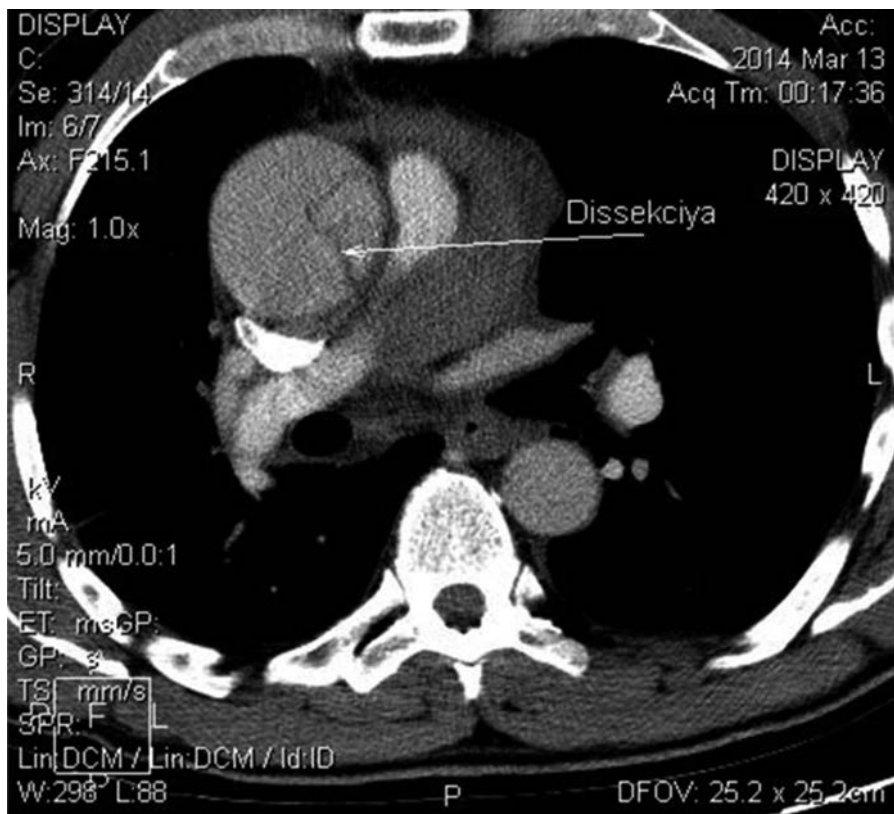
Томограмма больного Д. с контрастным усилением сигнала (начало)
